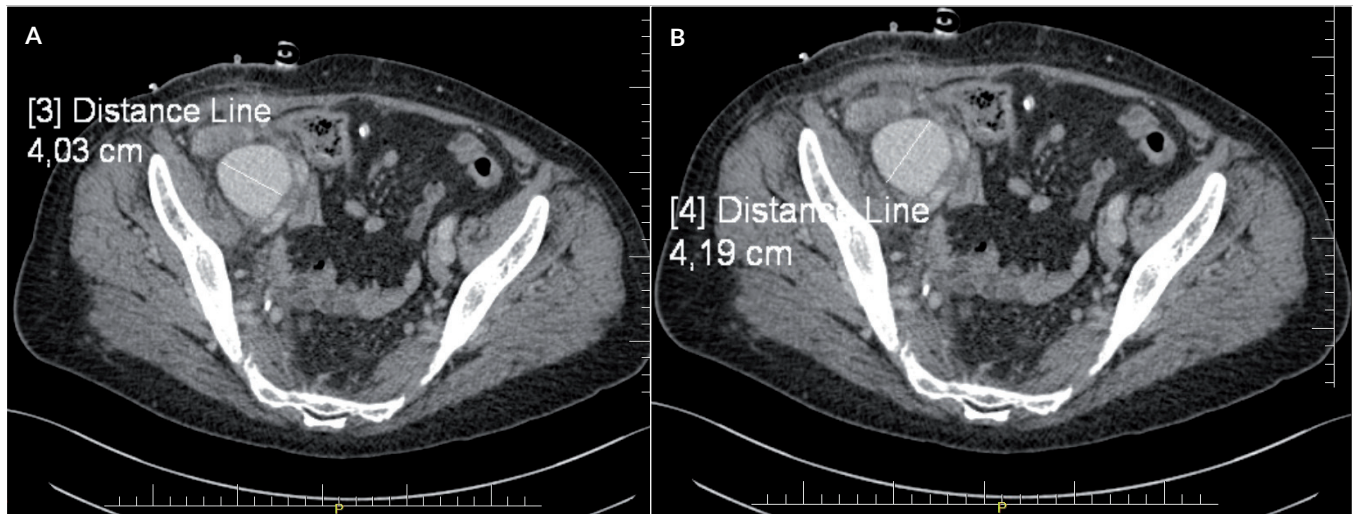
CT scan of 40 × 41 × 49 mm pseudoaneurysm of the arterial anastomosis between the external iliac artery and kidney graft artery. A. Transverse dimension in horizontal section B. Longitudinal dimension in horizontal section
